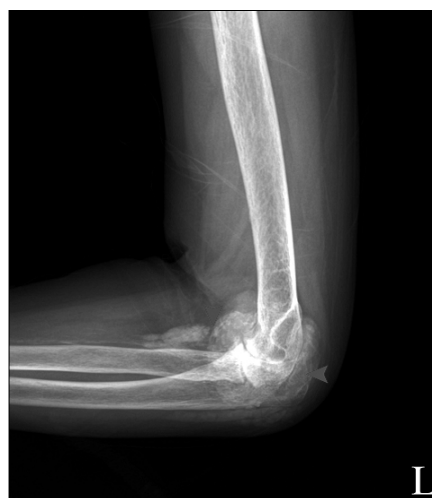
Plain radiographs show punctate and linear radiopaque deposits in the fibrocartilaginous periarticular joint articular hyaline cartilage (chondrocalcinosis).
